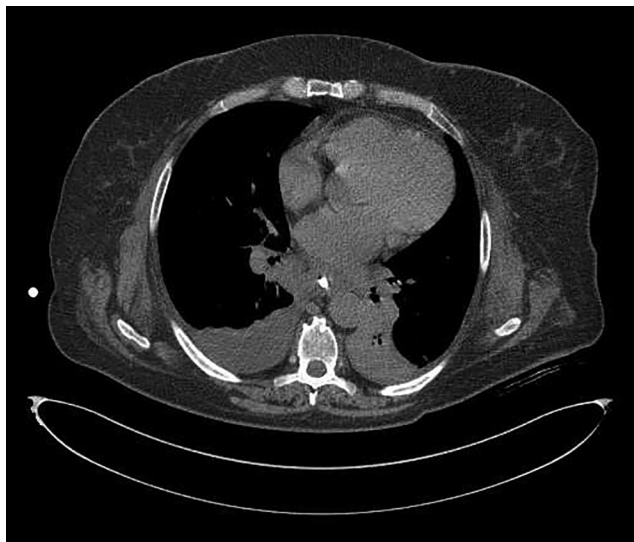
КТ-картина медиастинита, двухстороннего плеврита
